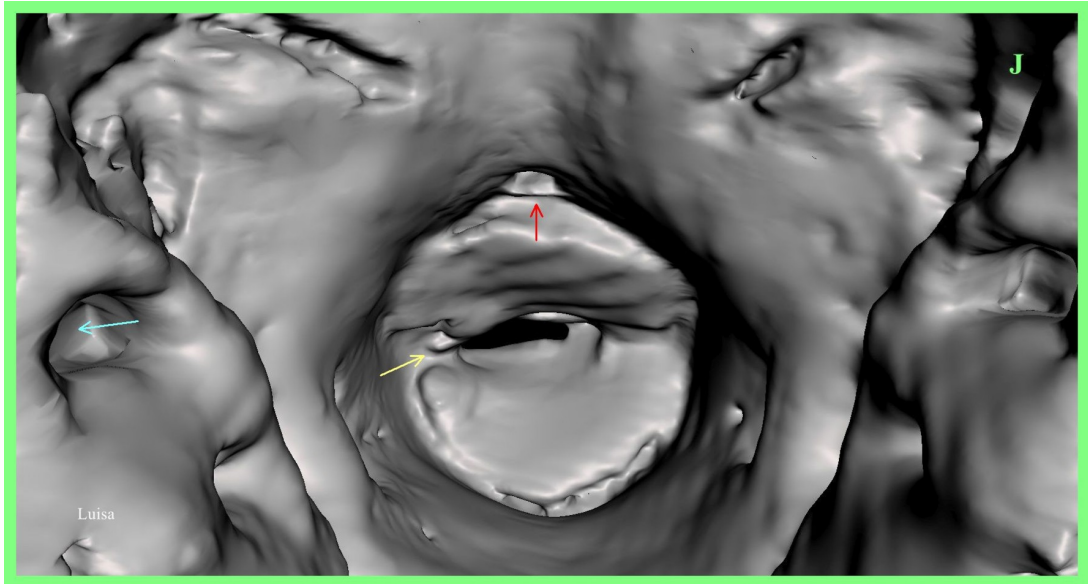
TC 3D de 'Luisa' que muestra una vista de realidad virtual desde el interior de la boca mirando hacia adelante. Las placas bucales superior e inferior se observan en el centro, con articulación en bisagra a un lado (flecha amarilla). La abertura hacia el seno frontal se ve en la línea media por encima de la placa bucal superior (flecha roja). A ambos lados se observa el meato auditivo interno de la cápsula ótica (flecha azul).
